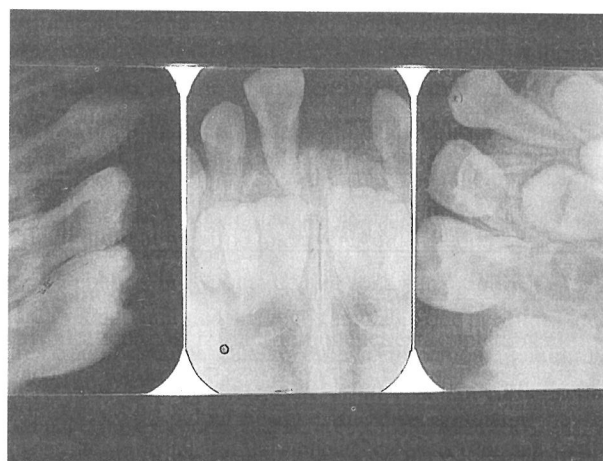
Caso Clínico 1. Serie periapical de la arcada superior. Es visible una importante pérdida de soporte óseo-alveolar a nivel del incisivo central superior izquierdo y la exfoliación prematura del incisivo central superior derecho. No se aprecia afectación de los sectores laterales superiores.
